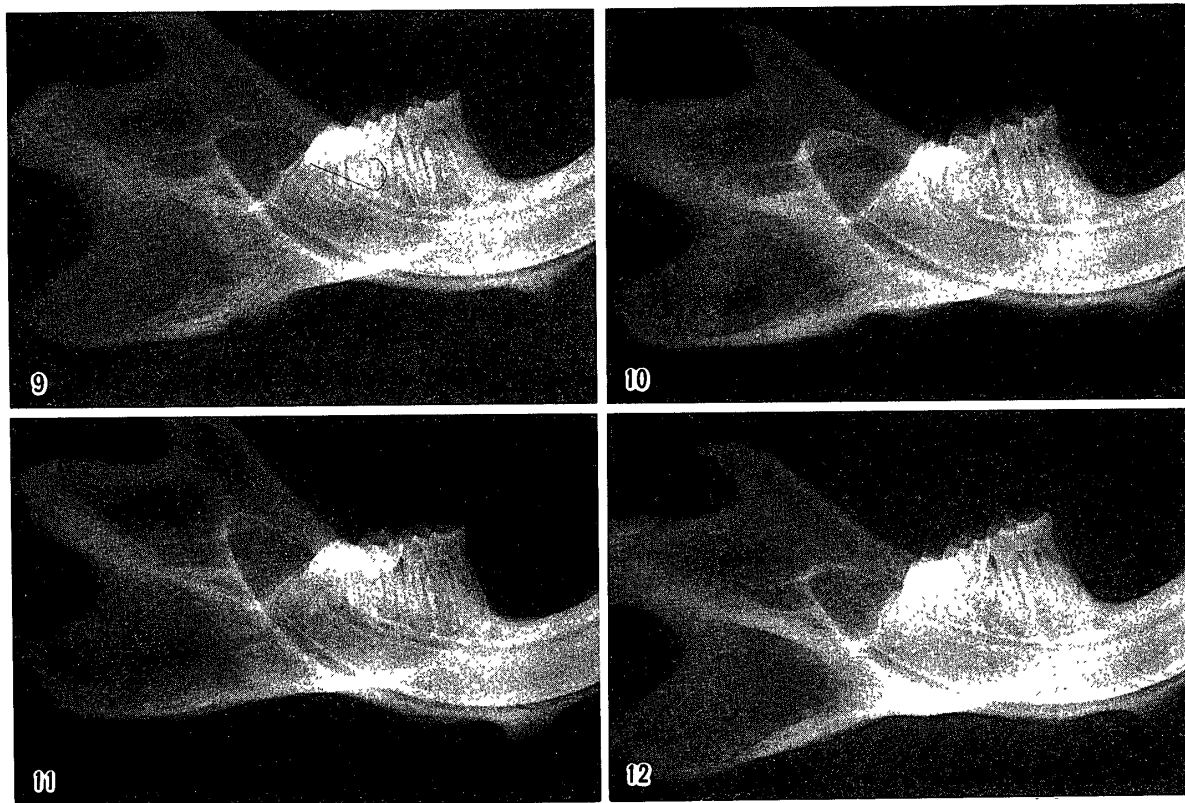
Conventional X-ray radiogram obtained on the 35th day after fracturing.
